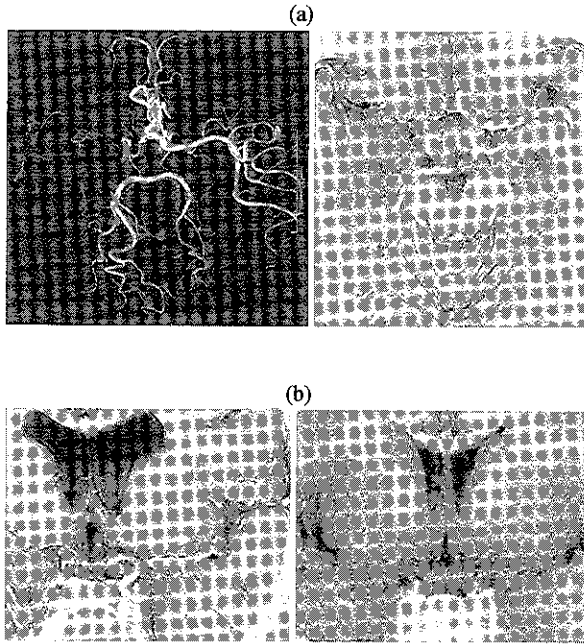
(a): Magnetic resonance angiography (MRA; left figure) and magnetic resonance cisternography (MRCA; right figure) of right unilateral Moyamoya disease. MRCA has good expression of Moyamoya vessel, which is not can be seen in MRA, as reticular thin vessels. (b): MRCA of the above case (left figure) showing normal left internal carotid artery (ICA), and MRCA of bilateral Moyamoya disease case (right figure) showing stenocclusive change of carotid fork clearly.
